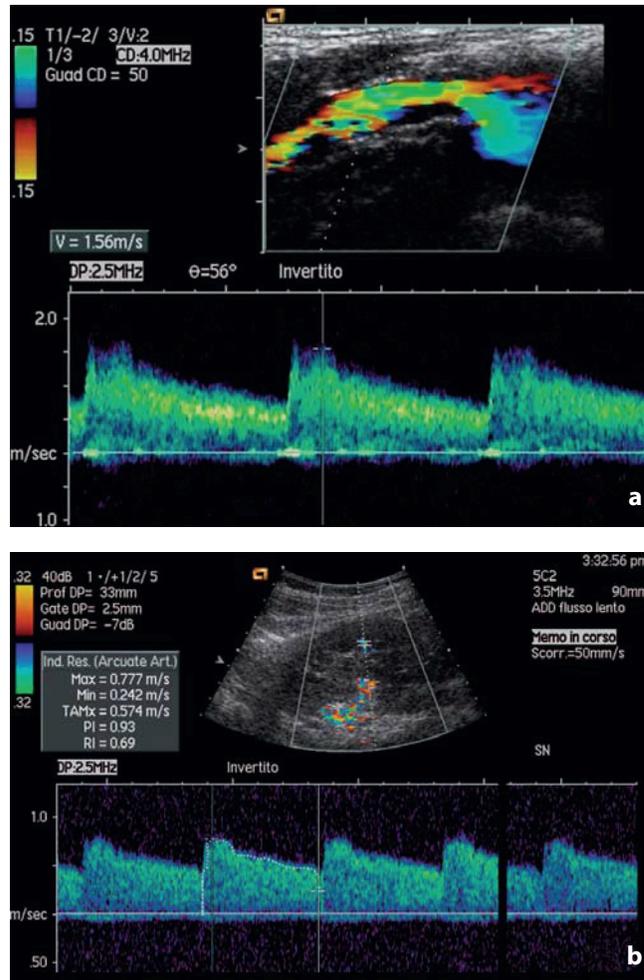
Tracciato Doppler. Arteria renale, maschio di giovane età. a Sono rappresentate le componenti sistolica e diastolica del flusso. b Vasi intraparenchimali: l'indice di resistenza (0,69) è nel range della normalità
